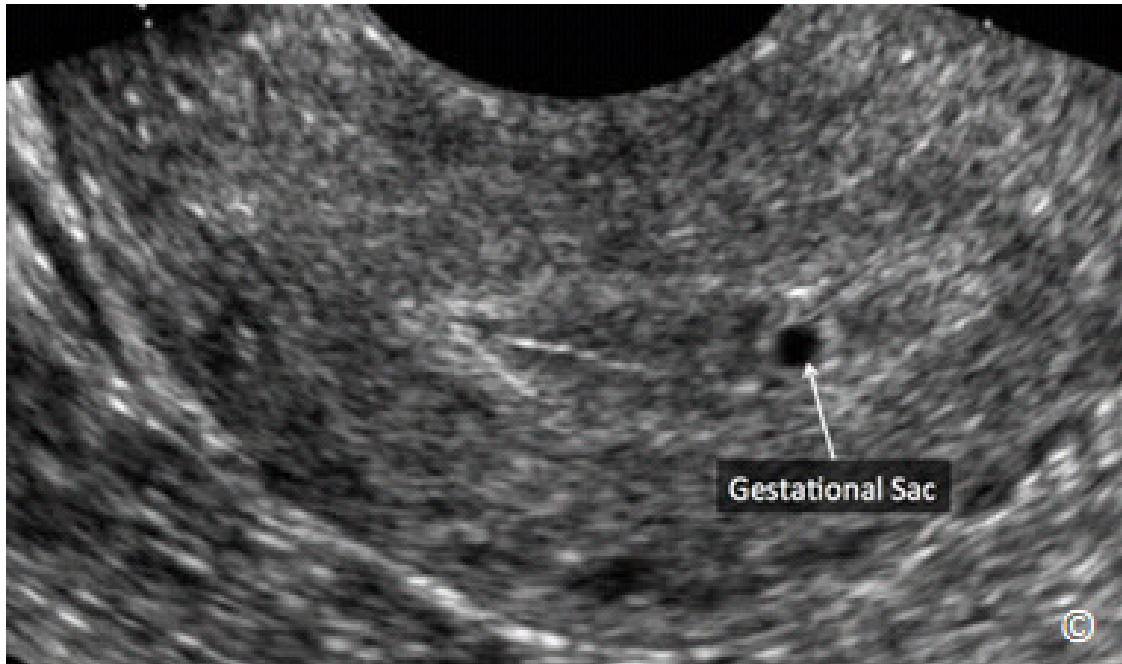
Ultrasonido transvaginal de un plano sagital del útero que muestra un saco gestacional (rotulado) en una gestación de aproximadamente 5 semanas. Con algunas excepciones la presencia de un saco gestacional intrauterino prácticamente descarta un embarazo ectópico. Ver texto para más detalles.
